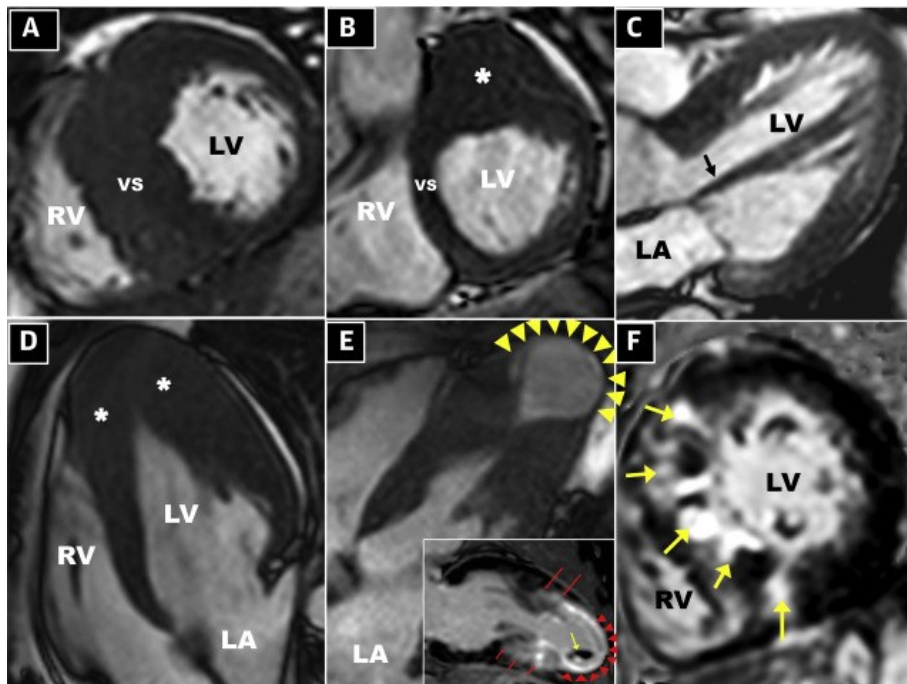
Diversi fenotipi di HCM alla risonanza. (A) ipertrofia settale isolata, a maggior rischio di eventi aritmici. (B) ipertrofia della parete anterolaterale (asterisco), molto difficile da diagnosticare solo con l'ecografia. (C) inserzione del papillare direttamente sul lembo anteriore della mitrale (freccia), senza interposizione delle corde tendinee. Questa anomalia predispone ad un anormale movimento del lembo in sistole, che può causare LVOTO. (D) Ipertrofia apicale isolata (asterischi), che conferisce al cuore un aspetto "ad asso di picche". (E) Aneurisma apicale (freccie) associato ad avvicinamento medio-ventricolare tra setto e parete libera. In piccolo si vede l'aneurisma (freccie piccole rosse) circondato da aree di fibrosi (LGE, freccie rosse più grandi), ad elevato rischio di aritmie ventricolari. All'interno dell'aneurisma c'è un trombo (freccia gialla) a rischio di embolizzazione. (F) LGE settale (freccie) in un paziente con FE conservata, ad elevato rischio aritmico. LA: atrio sinistro; LV: ventricolo sinistro; RV: ventricolo destro; VS: setto interventricolare.²⁶
